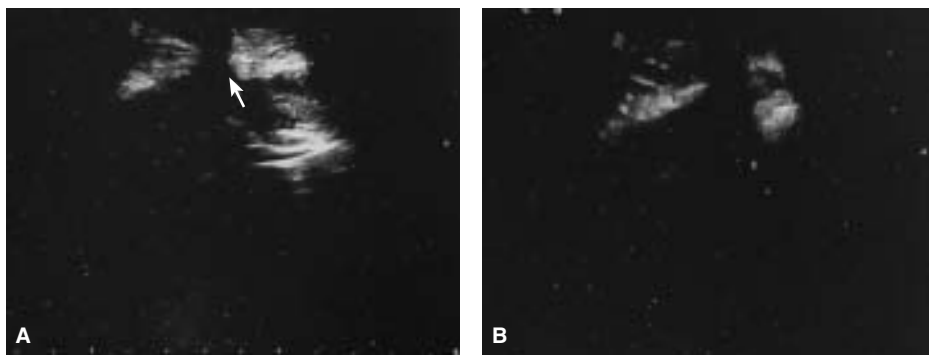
Данные УЗИ ОБП мальчика М., 6 лет, при появлении специфического отделяемого из раны (А, В – сканы передней брюшной стенки в области наружного свища, стрелкой указан свищевой ход).
